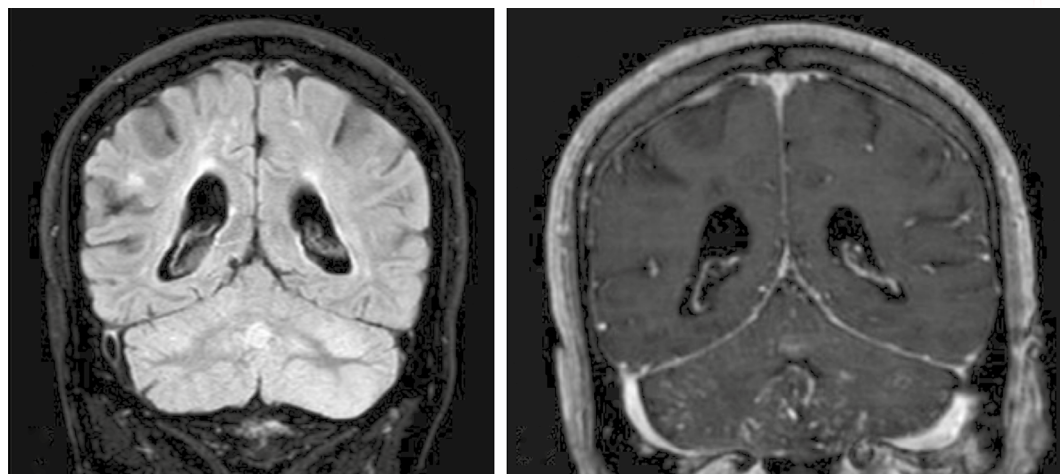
RM de cráneo. A) Secuencia FLAIR muestra hiperintensidad en cerebelo con pérdida de surcos subaracnoideos. B) Secuencia T1 con contraste muestra realce heterogéneo en vermis y folias cerebelosas.
